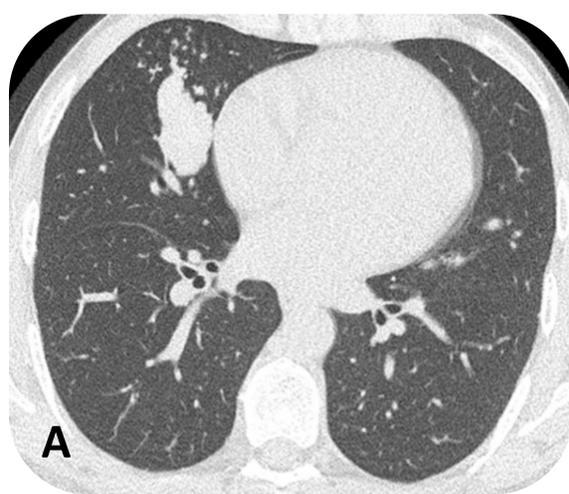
Aspergilosis broncopulmonar alérgica en paciente de 53 años con historia de asma e infecciones respiratorias de repetición. Cortes coronales y axiales de TC de tórax en ventana de pulmón y mediastino, observando ocupación endobronquial de alta atenuación (signo del dedo de guante) en el lóbulo superior izquierdo (A-D). Corte coronal y axial de TC de tórax de control en ventana de pulmón, con bronquiectasias centrales en lóbulo superior izquierdo (E-F).
